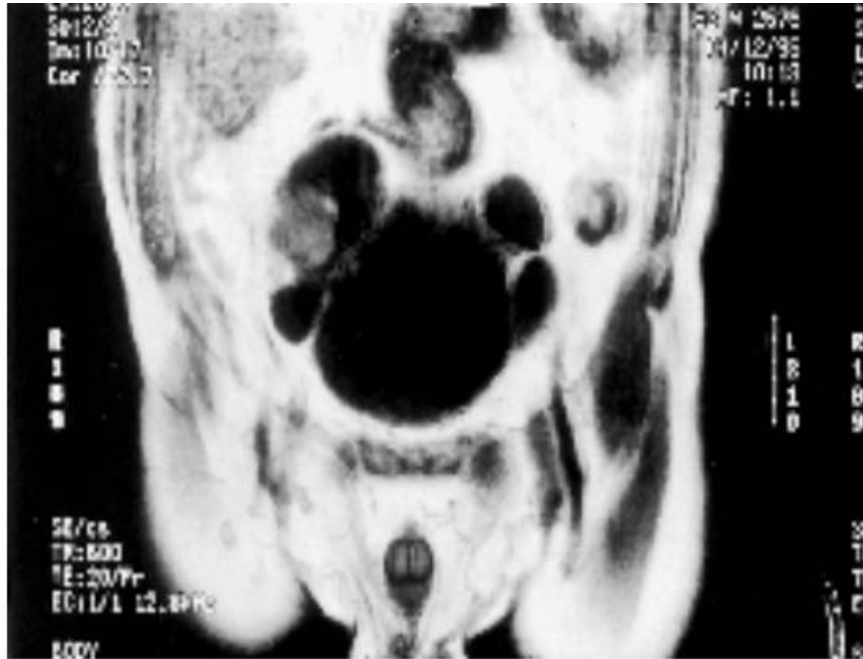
IRM : une tumeur de vessie intra-diverticulaire. [49]
